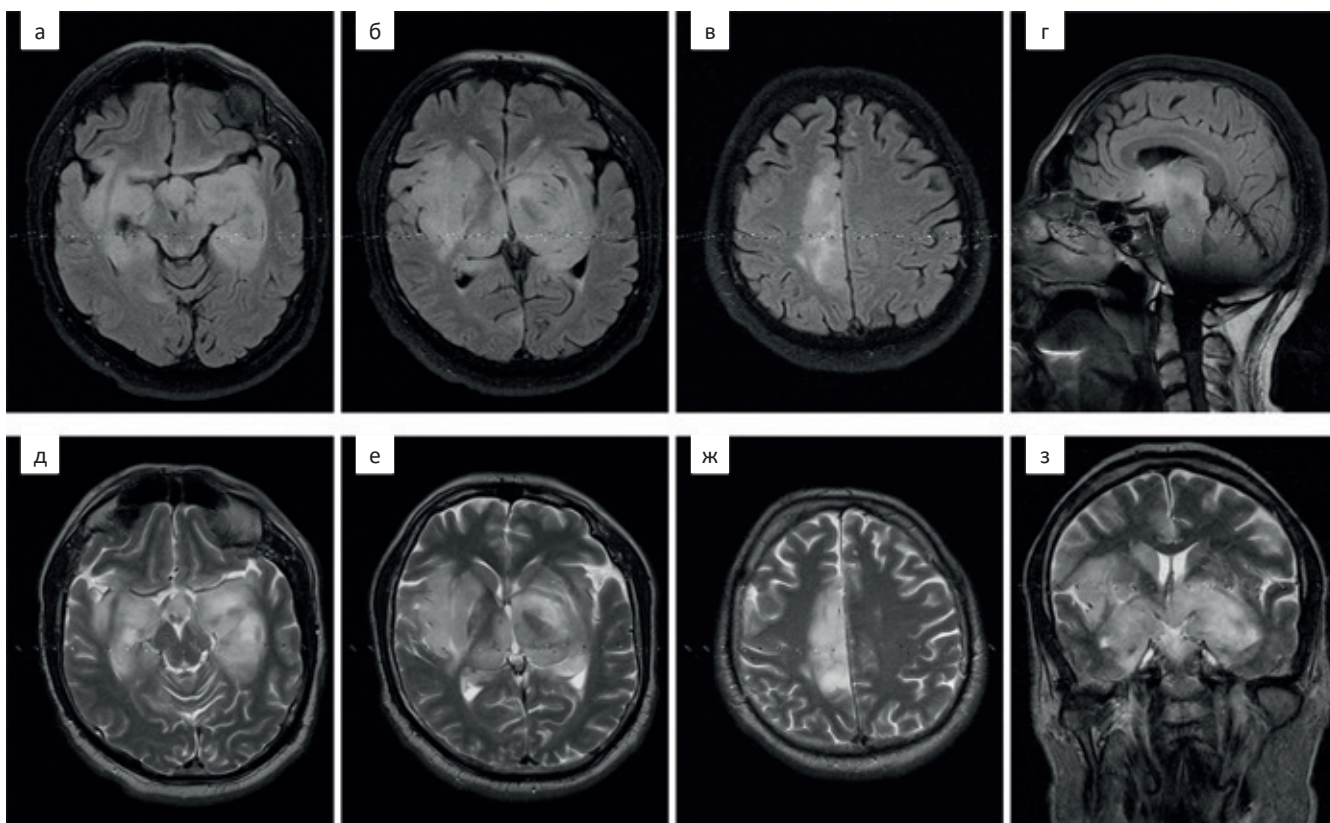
Контрольная МРТ головного мозга через год. В режимах T_2 FLAIR в аксиальной (А, Б, В) и сагиттальной (Г) проекциях, а также на T_2 в аксиальной (Д, Е, Ж) и корональной (З) проекциях отмечается увеличение объема поражения глубинных структур мозга с заметным масс-эффектом и смещение срединных структур вправо. Также обнаружено появление обширной зоны повышенного сигнала парасагиттальных отделов правой лобно-теменной области
